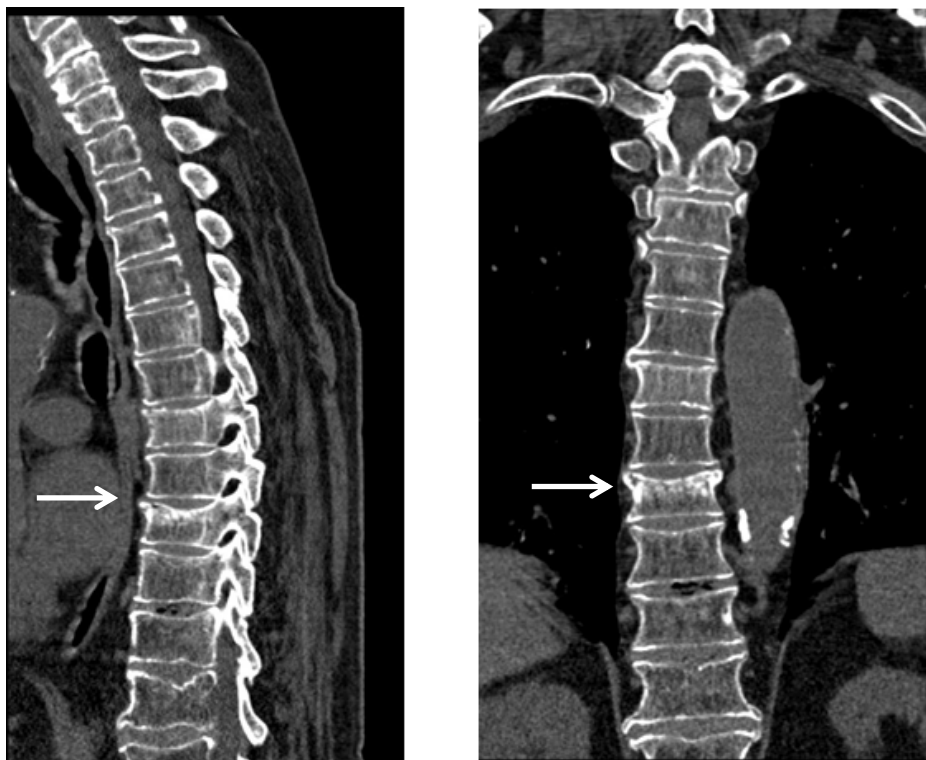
Б-ной Б.А.С-в, № истории болезни 3758/1. МСКТ шейно-грудного отдела позвоночника: компрессионный перелом тела Th9 I степени на фоне остеопороза
